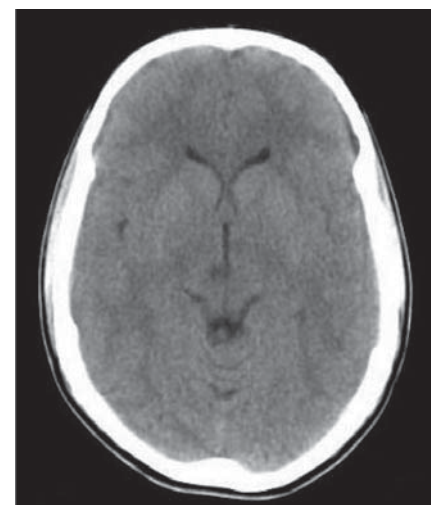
Tomografia computadorizada cerebral sem contraste: visualização de hipodensidade talâmica / subtalâmica direita
